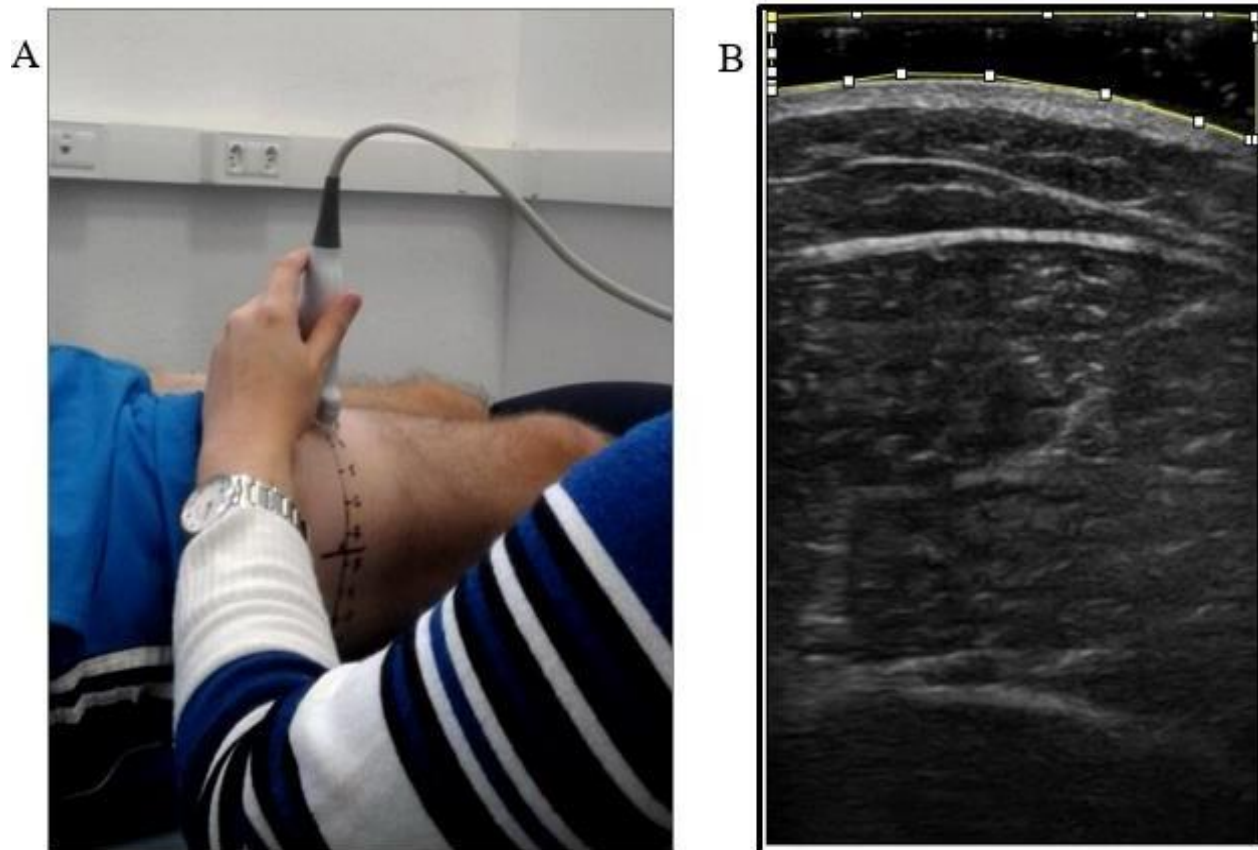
A) Imagem representativa do ponto de coleta demarcado transversalmente a cada 2 cm para orientar o deslocamento da sonda de ultrassonografia. B) Imagem representativa do espaço ocupado pelo gel condutor generosamente aplicado entre a sonda e a pele em uma imagem de ultrassonografia (US) do vasto lateral.
